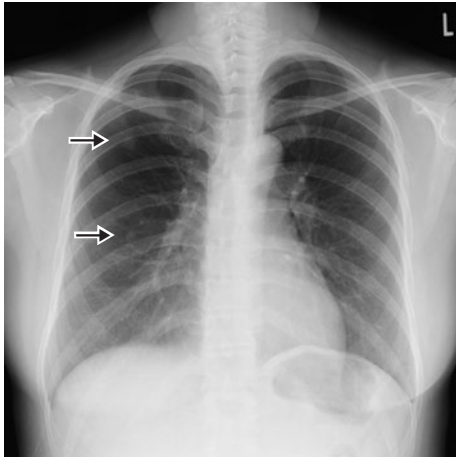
初診時胸部X線写真. 右上肺野に直径10 mm大の結節性陰影を認めた.
